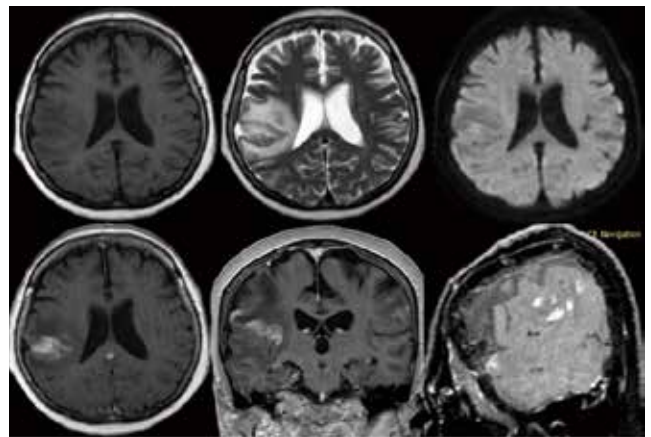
術前MRI 上段(T1T2DWI) 下段(T1Gd+)
